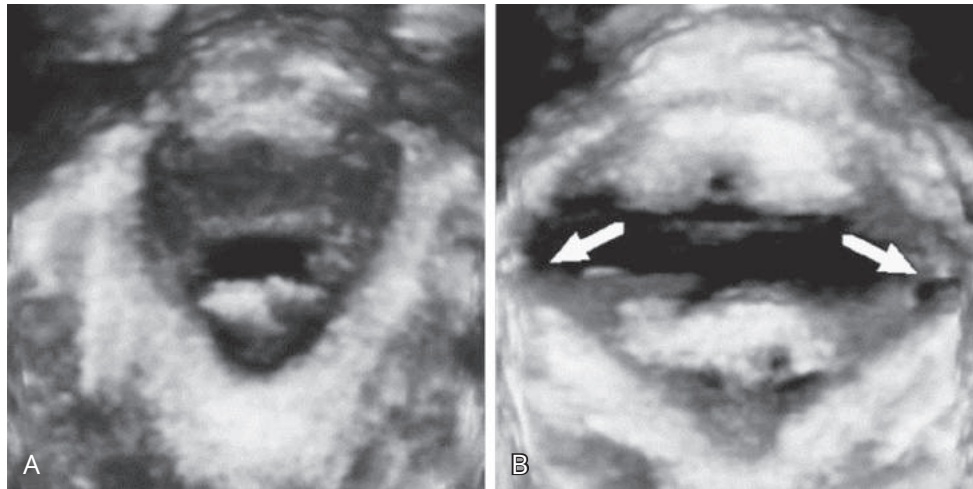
Representación del volumen axial del complejo puborrectal-pubococcígeo en una ecografía tridimensional del suelo pélvico a las 38 semanas de gestación (A) y 4 meses postparto (B). Ambas imágenes fueron obtenidas en la maniobra de Valsalva. El flechas indican una lesión por avulsión bilateral, que se asoció con un descenso notablemente aumentado de los órganos pélvicos. (De Dietz HP, Lanzarone V. Traumatismo del elevador después del parto vaginal. *Obstet Ginecol.* 2005;106:707. Con permiso.)
